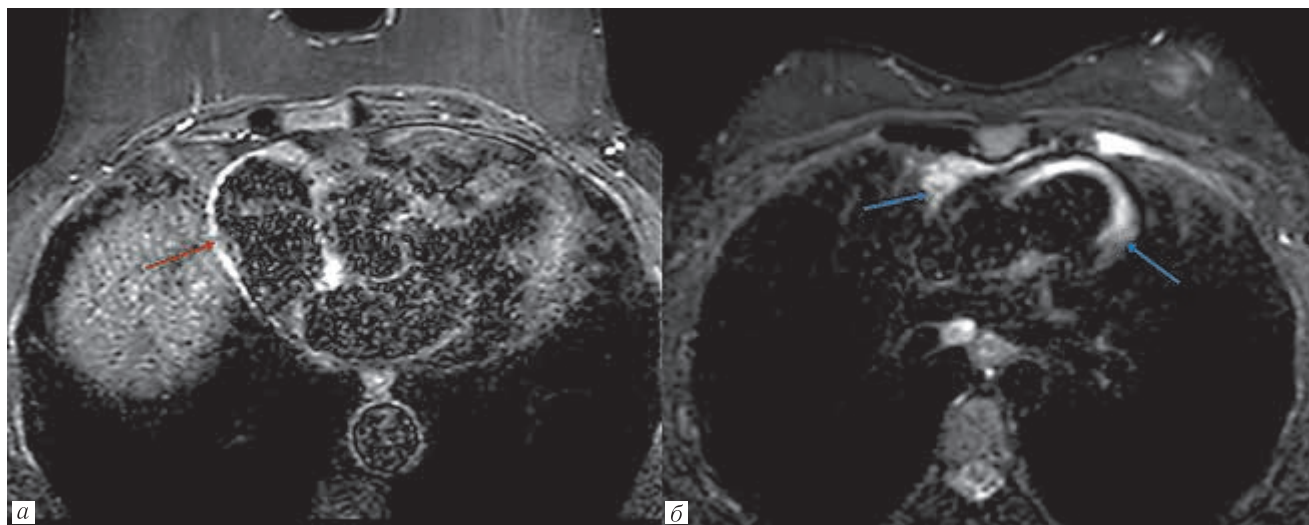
МРТ молочных желез. DWI STIR. Перикардиальный экссудат толщиной 2–4 мм по периметру предсердий (красная стрелка) и желудочков (синие стрелки), распределенные в складках, синусах и бороздах у женщин, спустя 4 мес (*а*) и 1,5 мес (*б*) после COVID-19 соответственно
